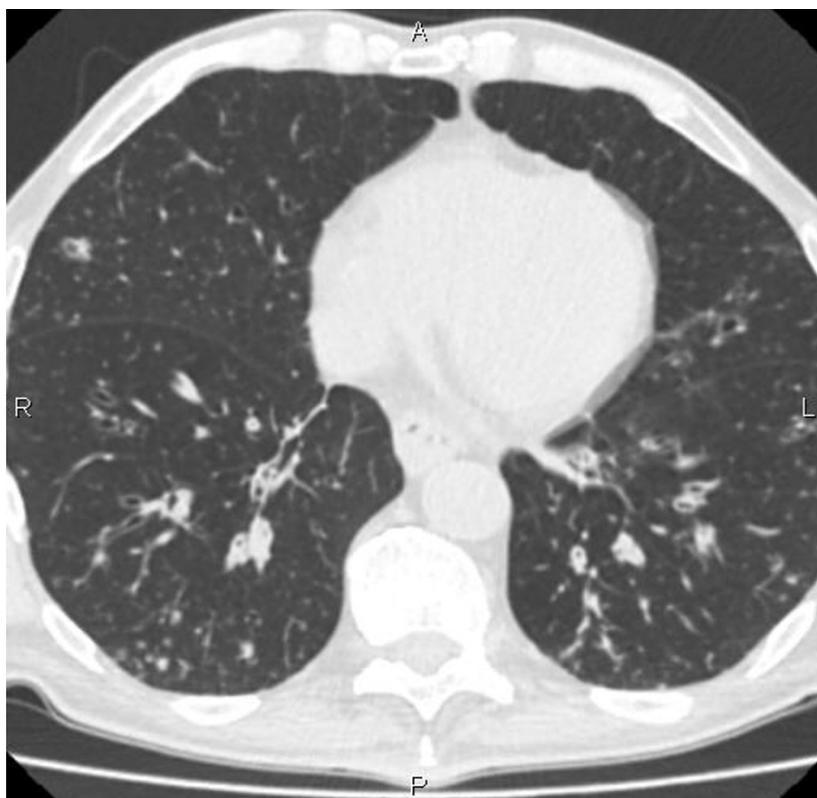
Спирально-компьютерная томография органов грудной полости. Множественные очаговые изменения во всех легочных полях с обеих сторон, часть с распадом. Атеросклероз аорты. Коронаросклероз. Дистрофические изменения позвоночника (примечание: авторская разработка).
